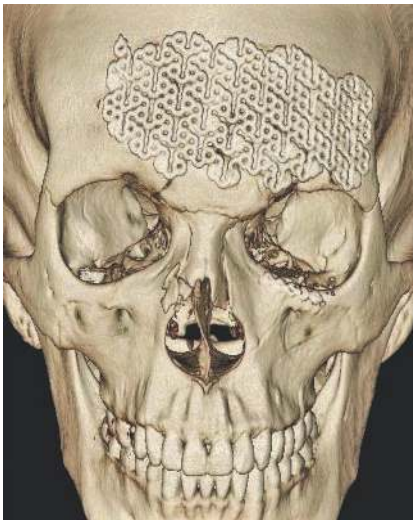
МСКТ черепа пострадавшего М., 20 лет, после проведения реконструктивного вмешательства
